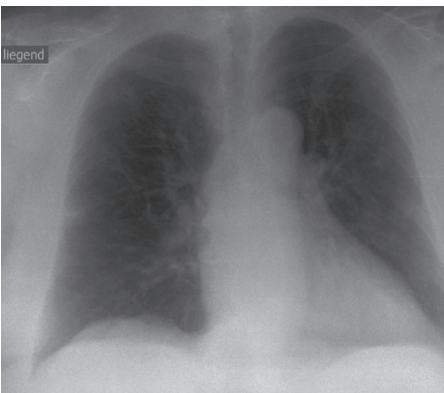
Röntgen des Thorax mit nur diskreten, nicht spezifischen Veränderungen (4. Krankheitstag).
